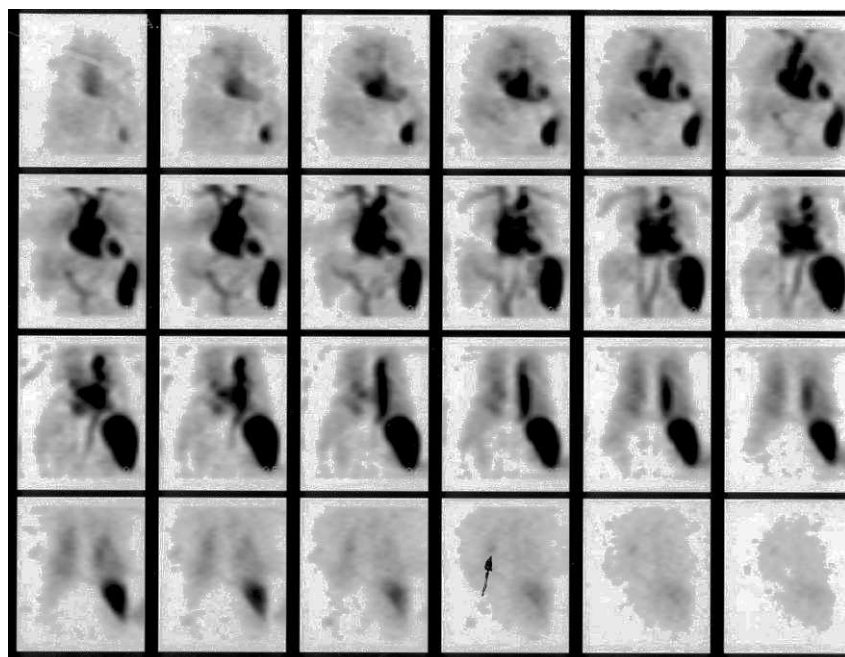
Tomografía computarizada por emisión de fotón único con hematíes ^{99m}Tc : detalle de nódulo captante en el lóbulo superior del pulmón derecho posterior.
